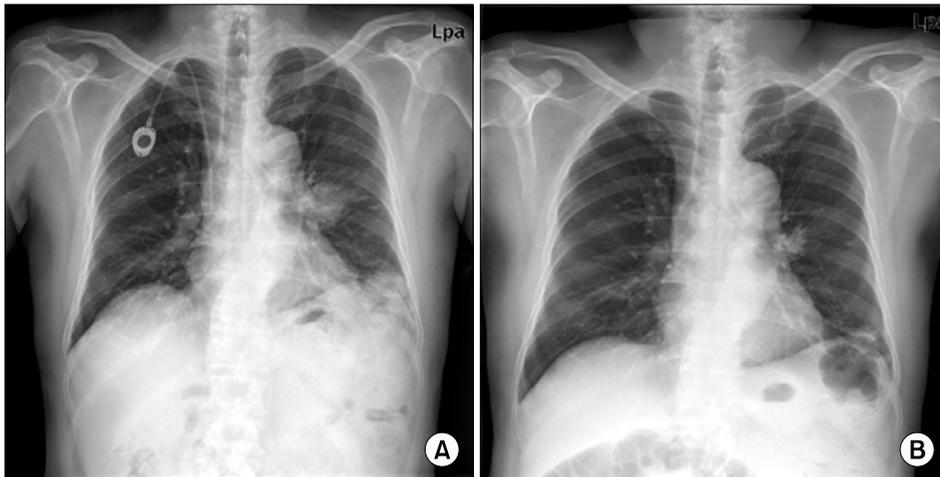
(A) Chest radiograph on admission showed multifocal mass-like consolidations in left lung field. (B) Follow-up of chest radiograph obtained after chemoradiotherapy showed marked shrinkage of multiple masses in left lung field.
